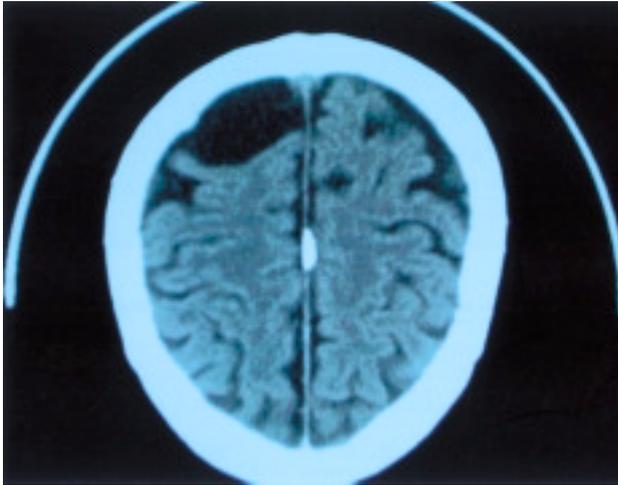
TAC cerebral. Imagen previa a la intervención.
